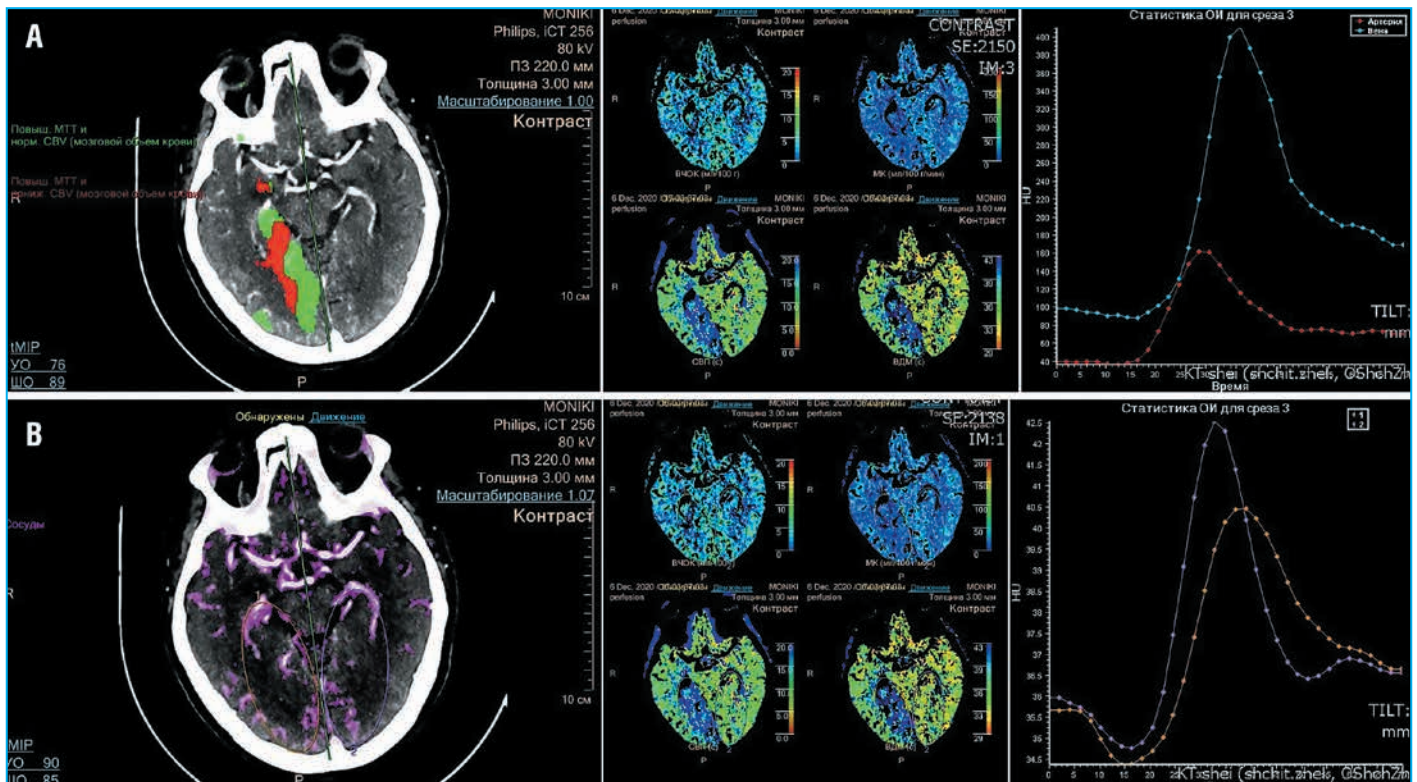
Данные перфузионной КТ головного мозга пациентки 2.
